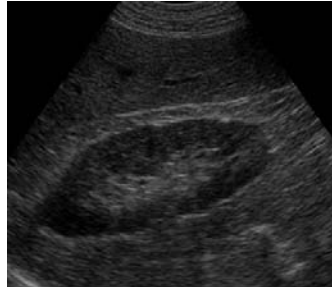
ecografía urológica 17
